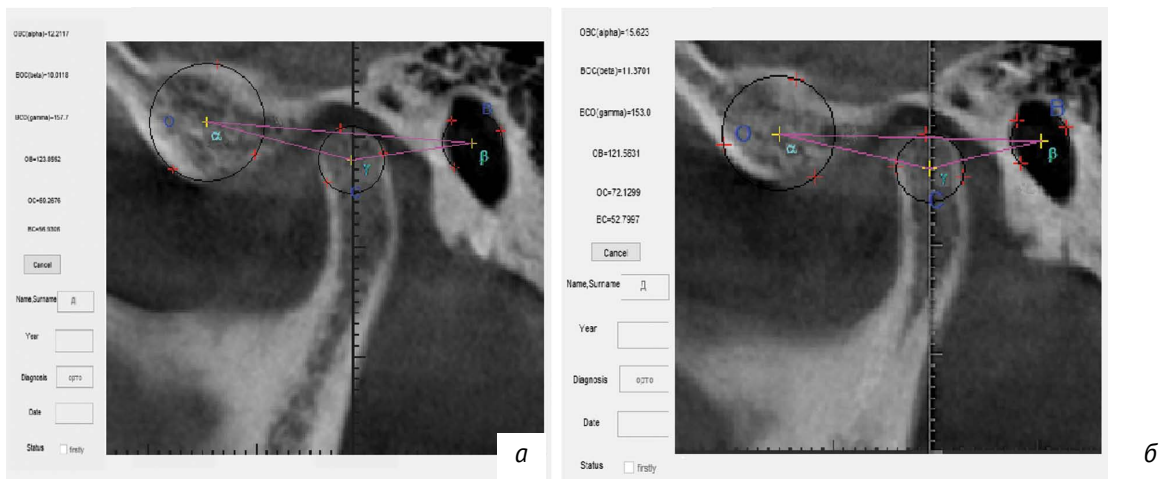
Рентгеноанатомия правого (а) и левого (б) ВНЧС пациентки Д., 22 года, с ортогнатическим прикусом и физиологической окклюзией. Суставная щель ВНЧС равномерно выражена во всех отделах справа и слева
